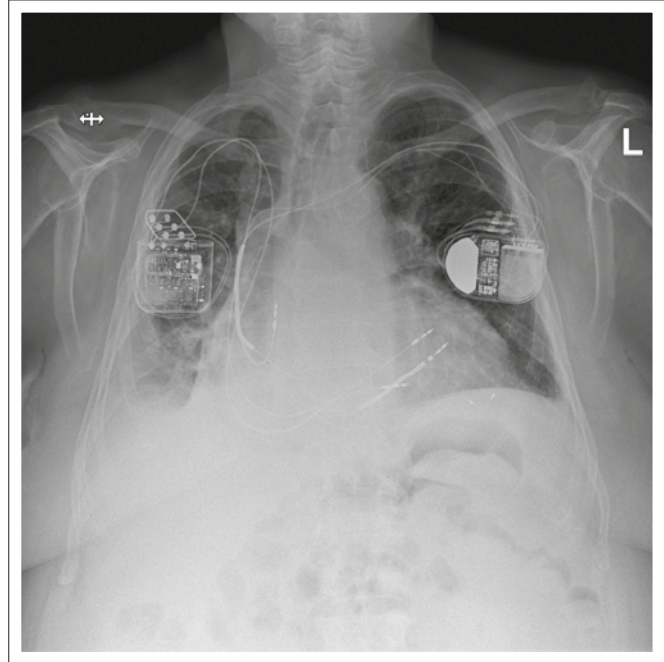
CCM™-Patient mit CRT-D (a.p. Thorax-Röntgen). (Quelle: Kepler Universitätsklinikum Linz)
